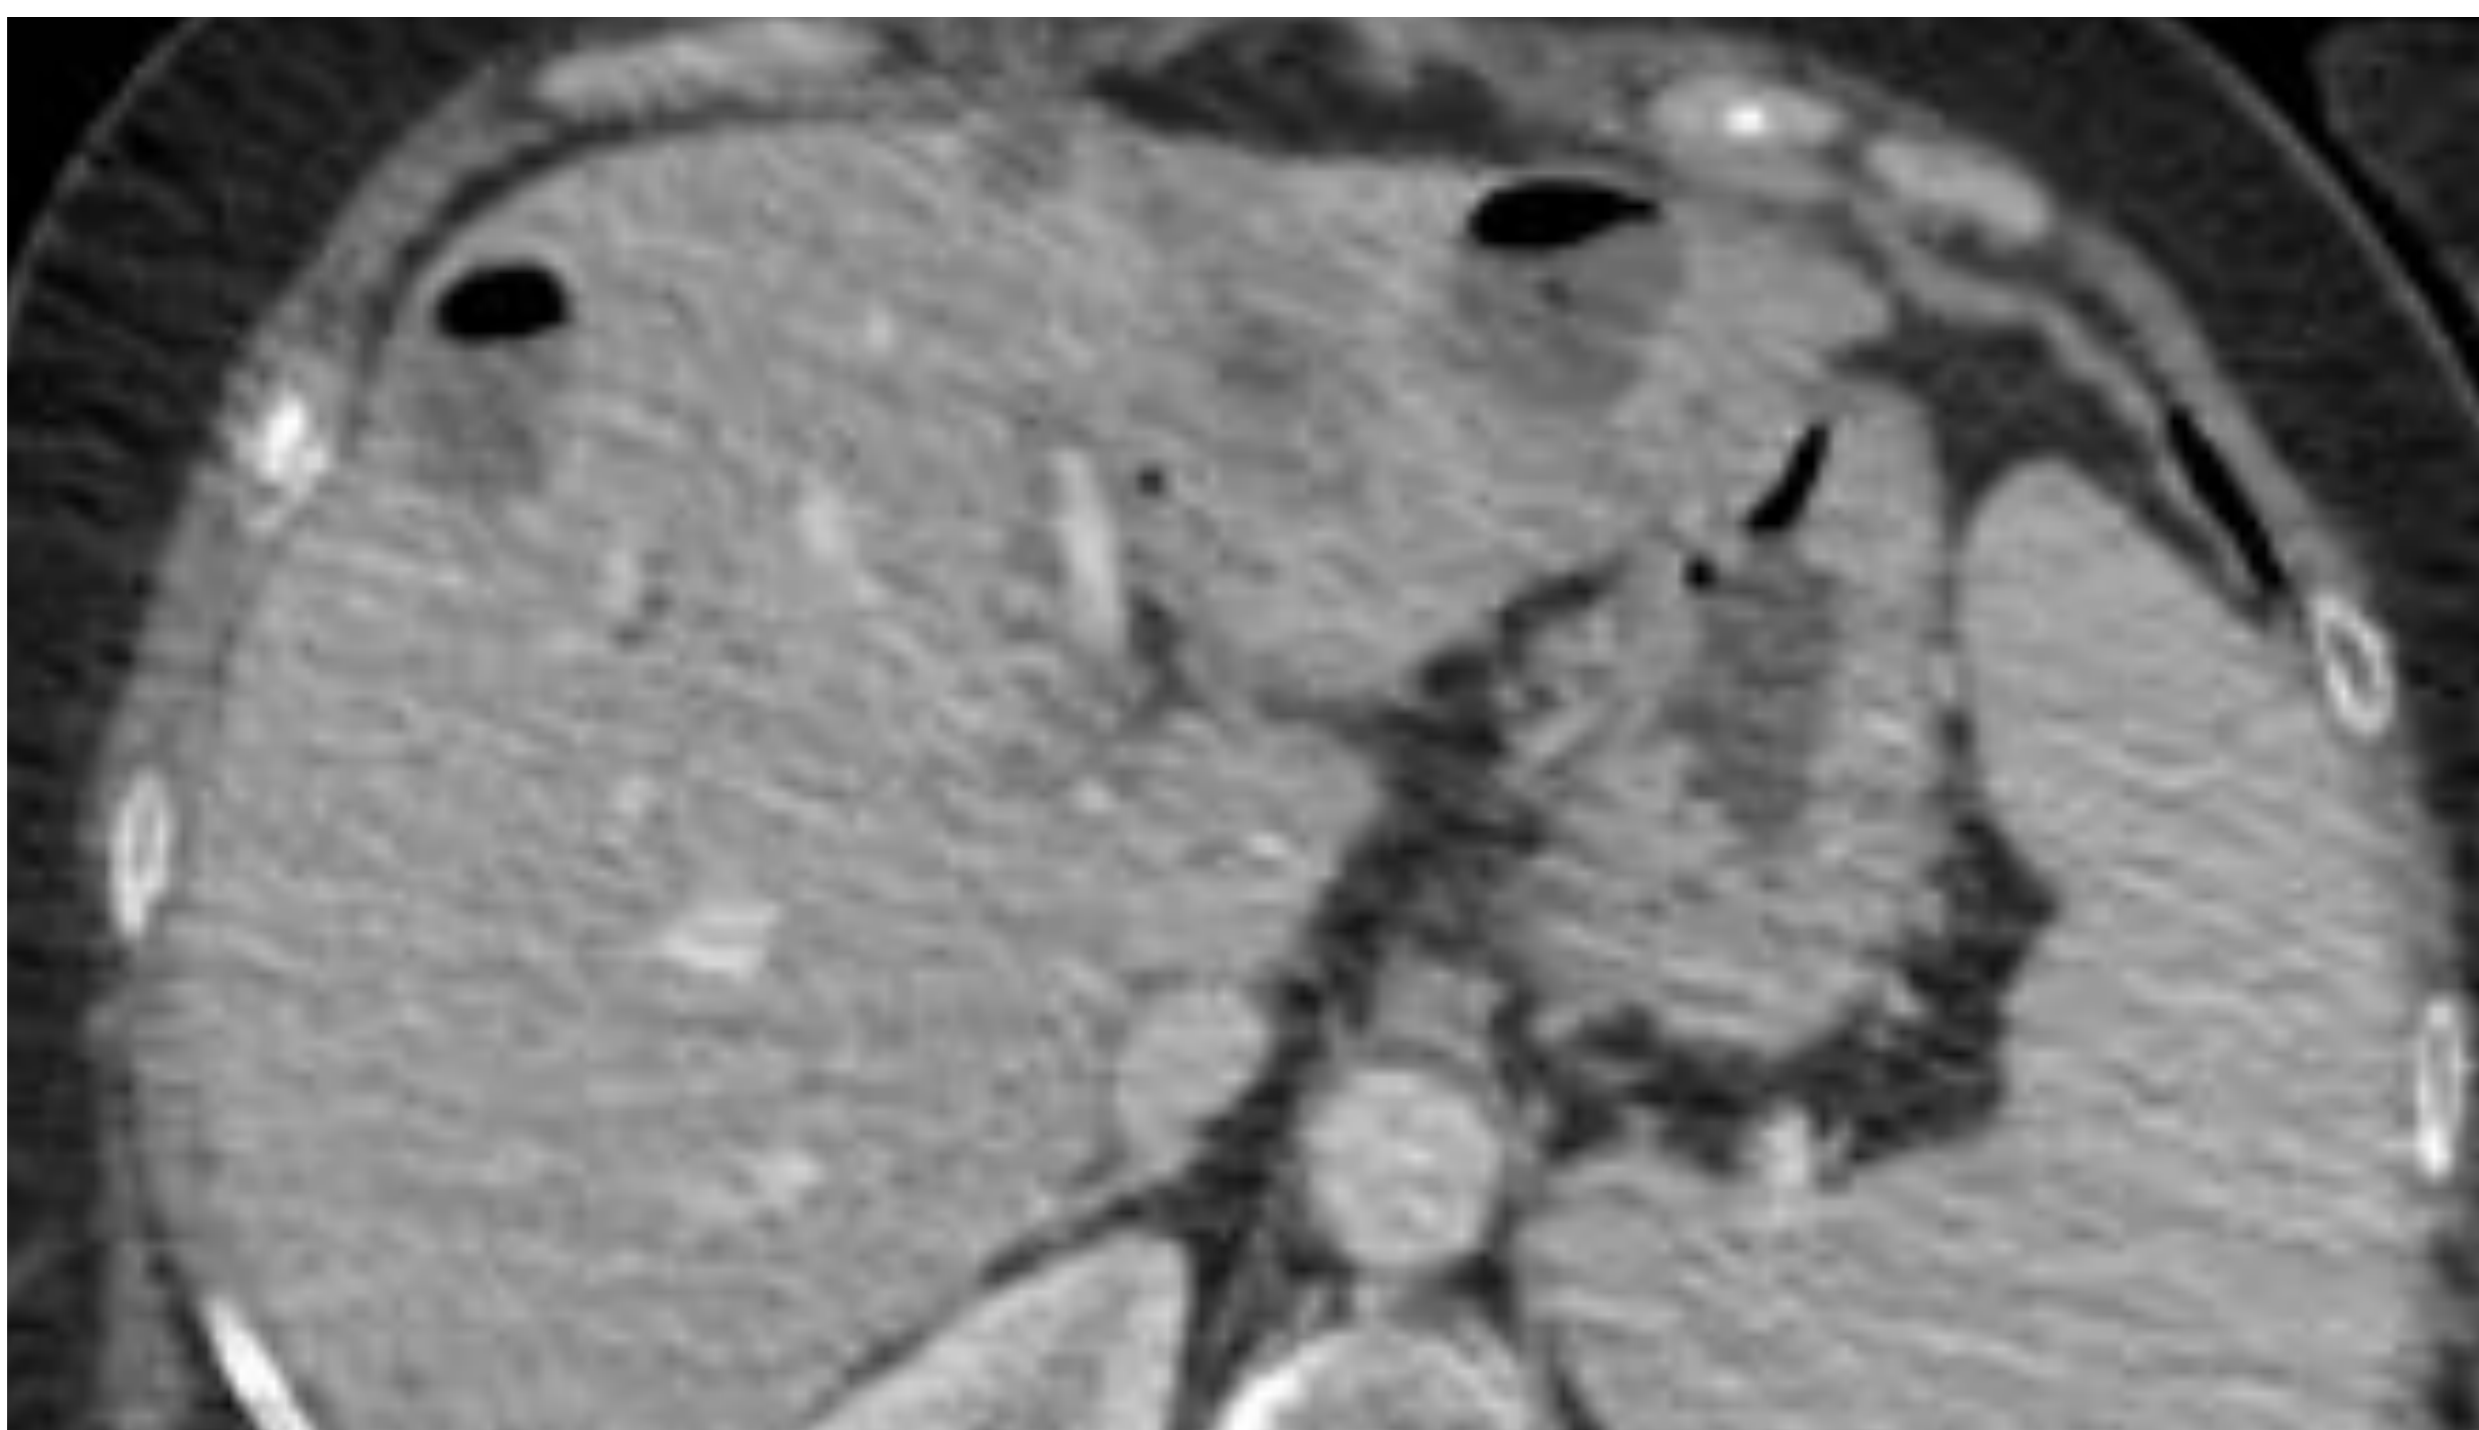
TC de abdomen. Se identifican varias lesiones nodulares de baja atenuación, algunas de ellas con niveles hidroaéreos en su interior, compatibles con abscesos.
